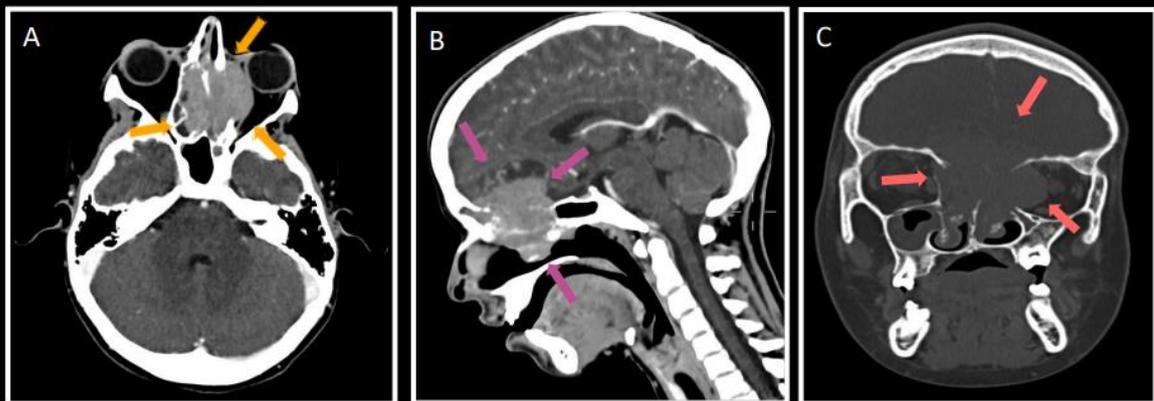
TC da base do crânio e das órbitas nos planos axial (A), sagital (B) e coronal (C) após a injeção do meio de contraste evidenciou o surgimento de volumosa formação expansiva extra-axial, de contorno lobulado e limites parcialmente definidos, centrada na base craniana anterior, em situação mediana, determinando osteodestruição do etmoide, do plano esfenoidal e das fôveas etmoidais, com projeção nas fossas nasais e, através das lâminas papiráceas, em ambas as cavidades orbitárias, sobretudo na esquerda, onde rechaça o músculo reto medial e mantém contato com o globo ocular. Tal massa apresenta densidade de partes moles e impregnação difusa pelo contraste, exceto por cistos situados na periferia do componente de extensão intracraniano.
